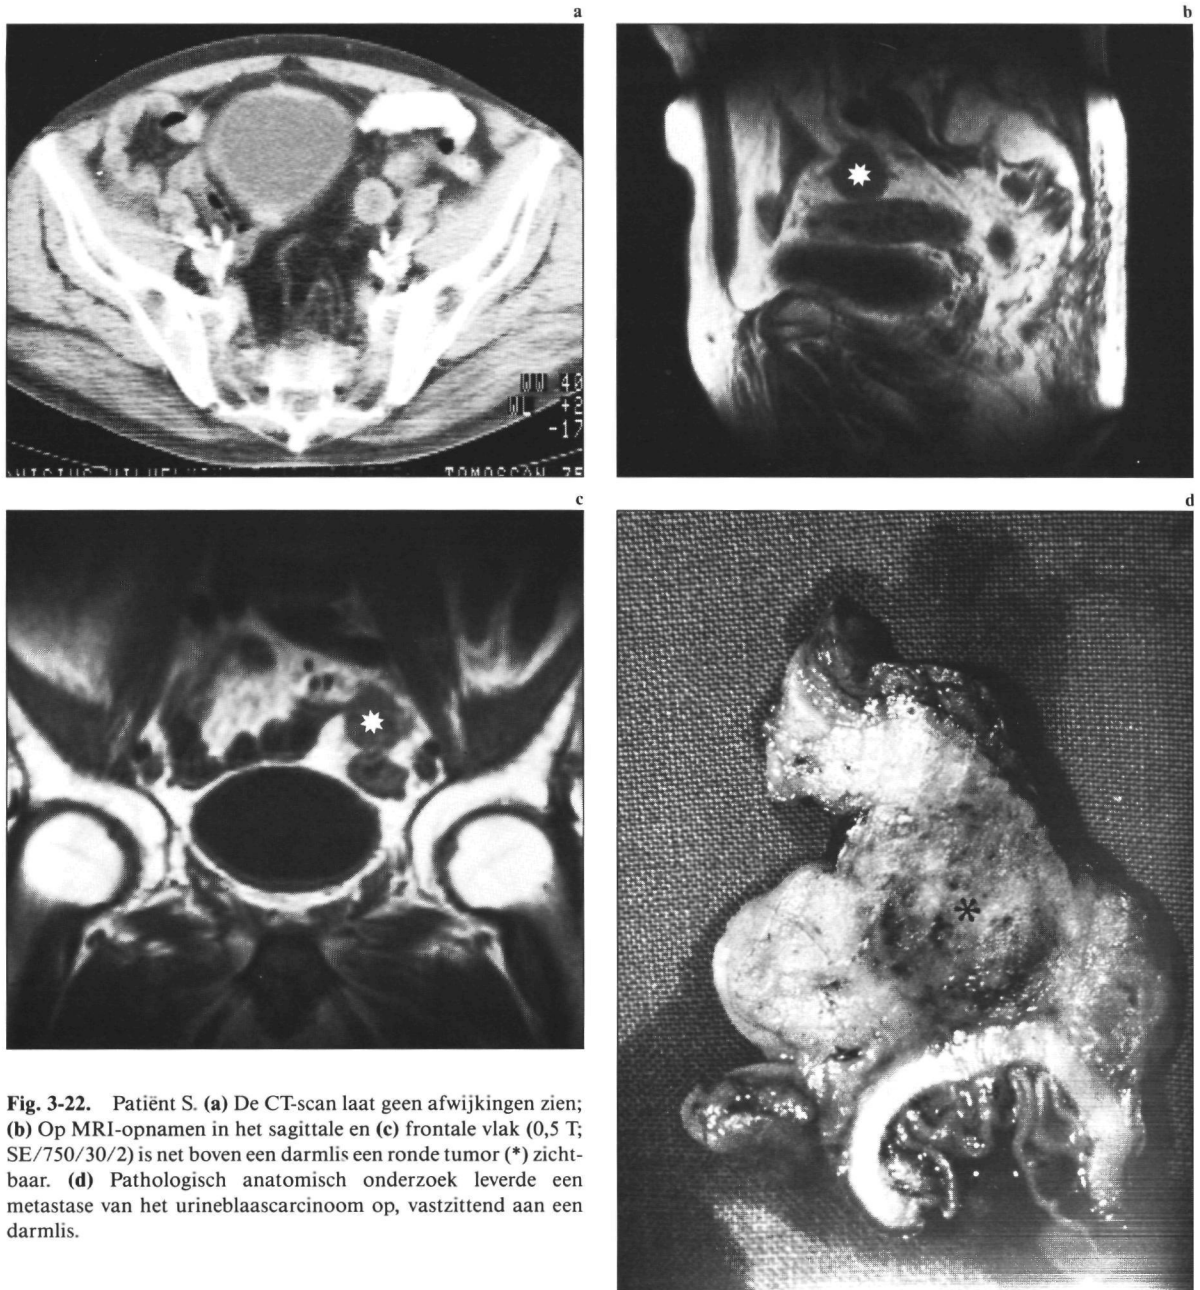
Patiënt S. (a) De CT-scan laat geen afwijkingen zien; (b) Op MRI-opnamen in het sagittale en (c) frontale vlak (0,5 T; SE/750/30/2) is net boven een darmlis een ronde tumor (*) zichtbaar. (d) Pathologisch anatomisch onderzoek leverde een metastase van het urineblaascarcinoom op, vastzittend aan een darmlis.
